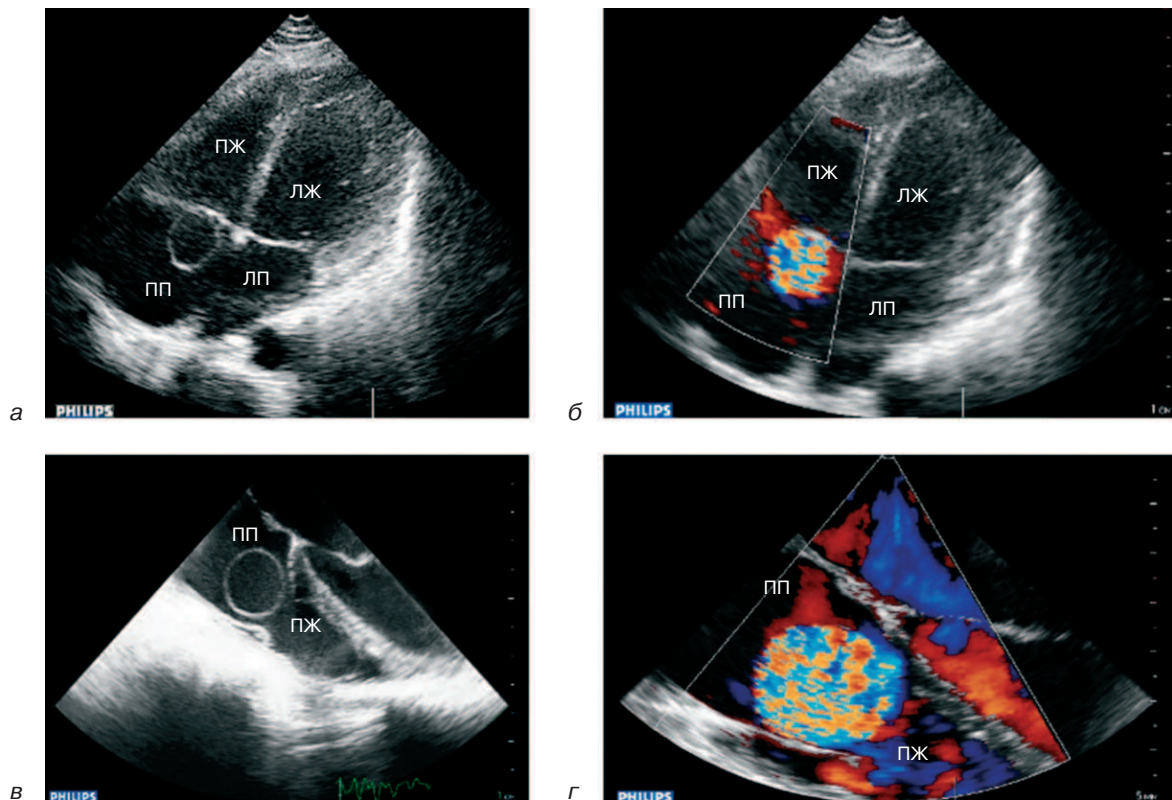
Эхокардиограммы пациентки В.:
